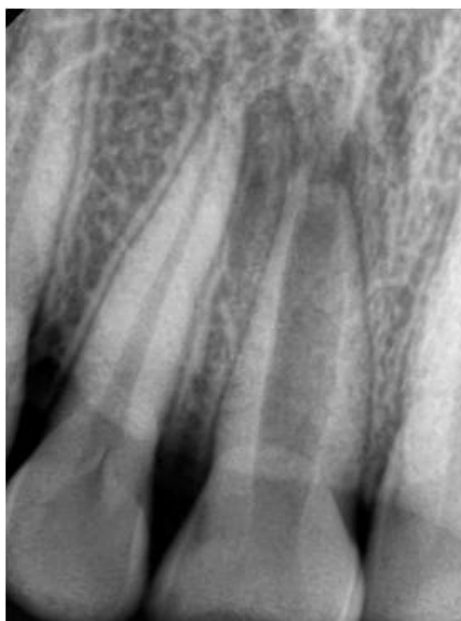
Radiographie préopératoire
